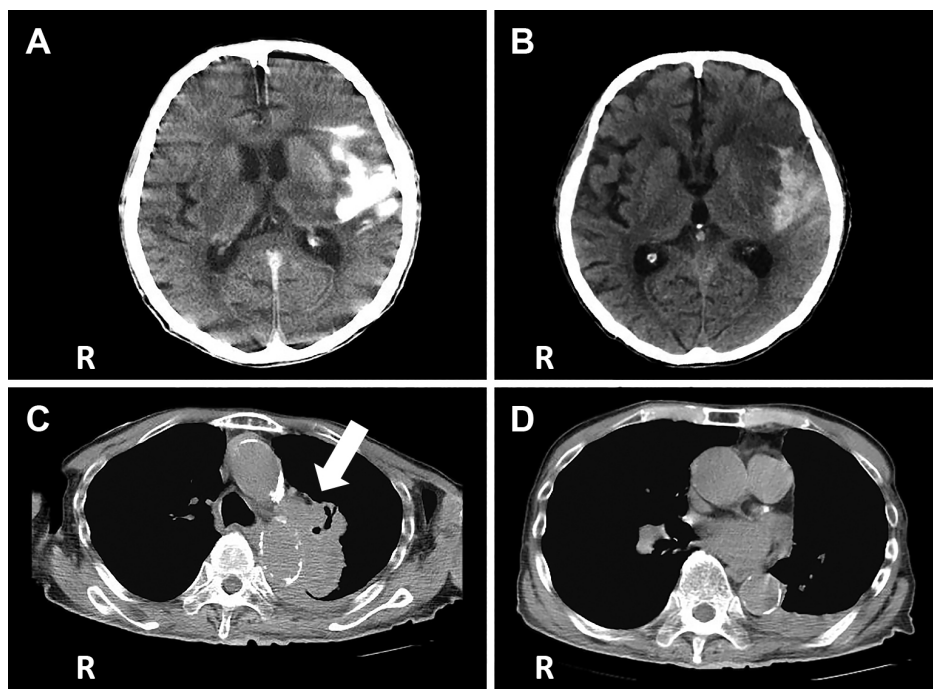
Cranial CT on the first (A) and second (B) days after endovascular therapy with embolectomy, and chest CT on the fifth day after admission (C, D).
